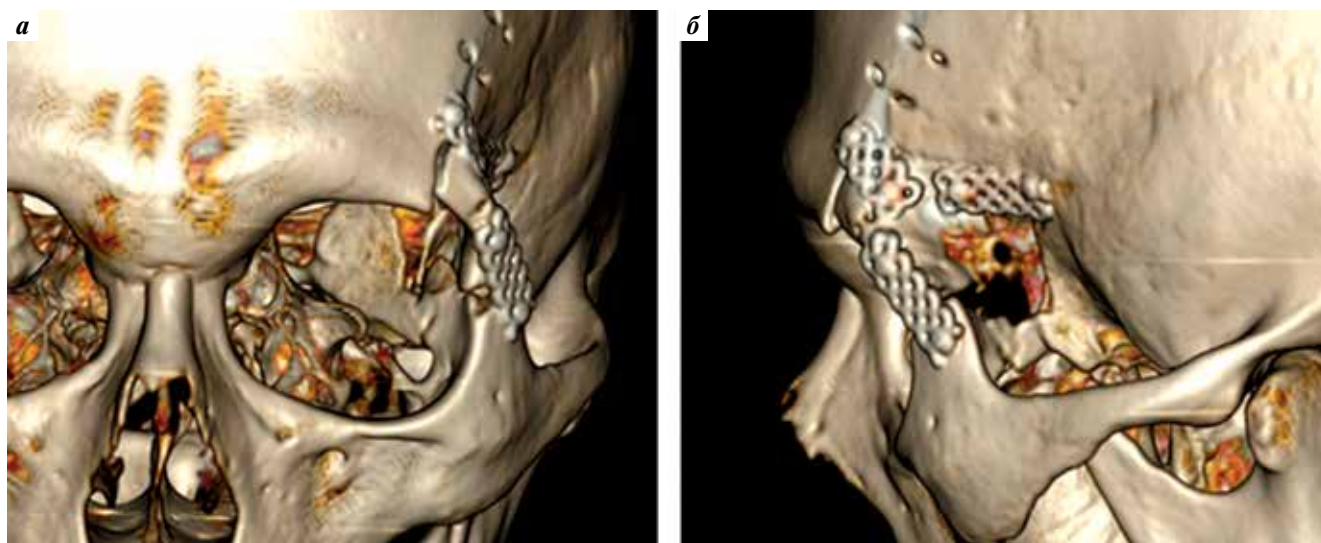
Компьютерная томография головного мозга пациента Т. после операции, 3D-реконструкция: а — фронтальная проекция; б — латеральная проекция
